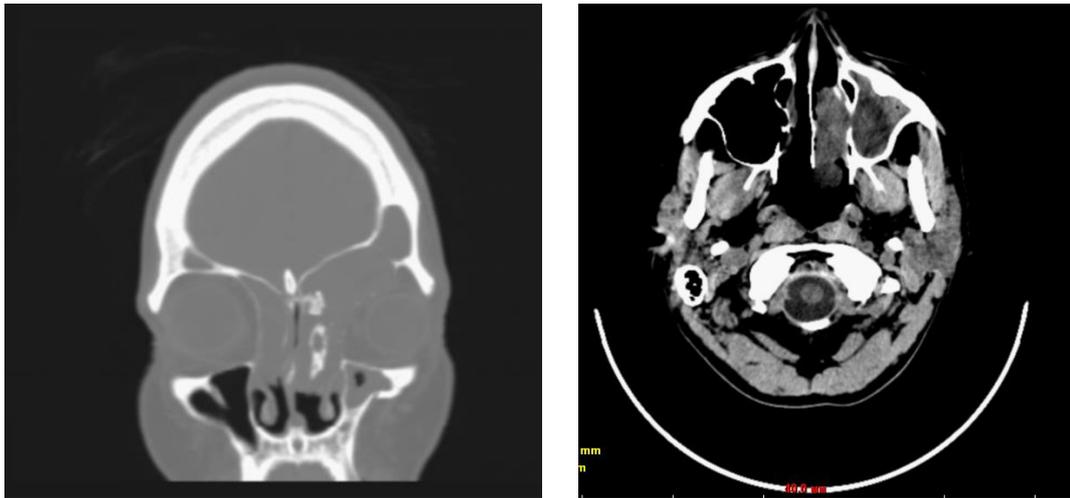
Рисунок – КТ-снимки при поступлении
